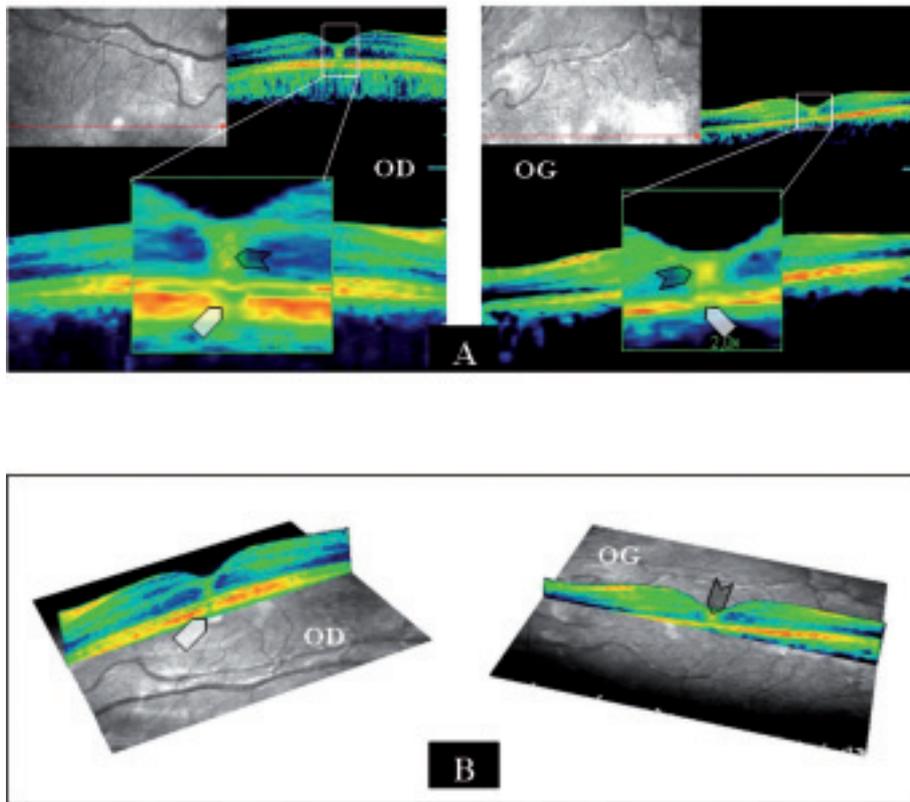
Aspect tomographique initial (J1 post exposition):
